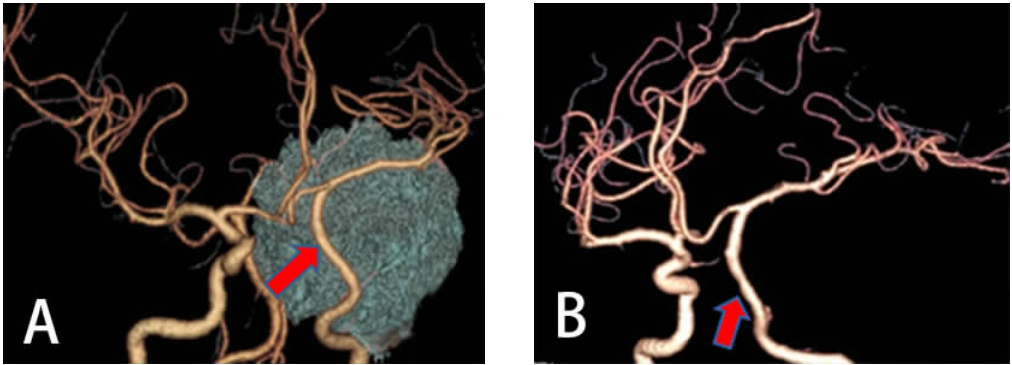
1 例蝶骨嵴脑膜瘤患者术前双源 CT 三维血管成像
